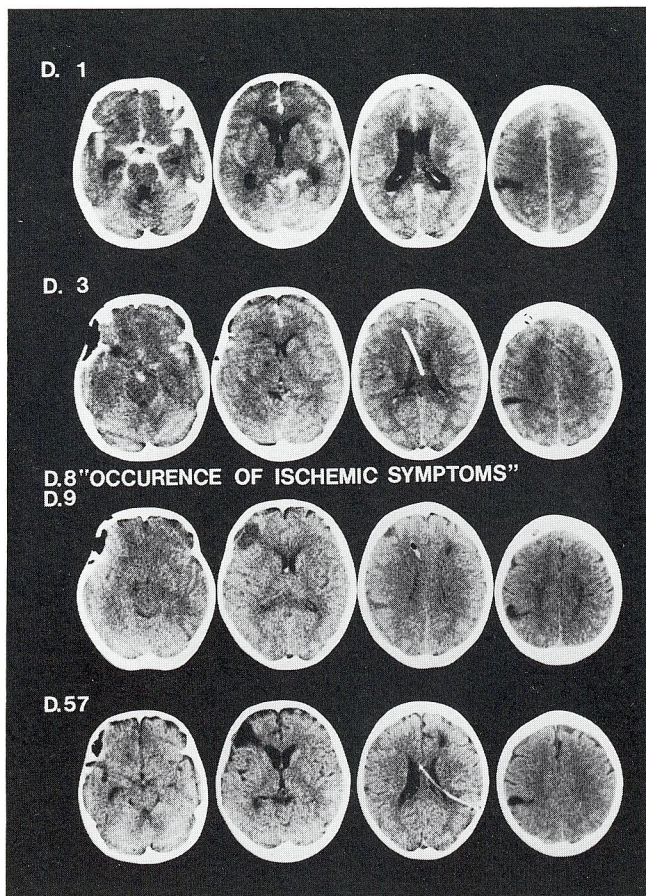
A Case 4 : Serial CT scans.
